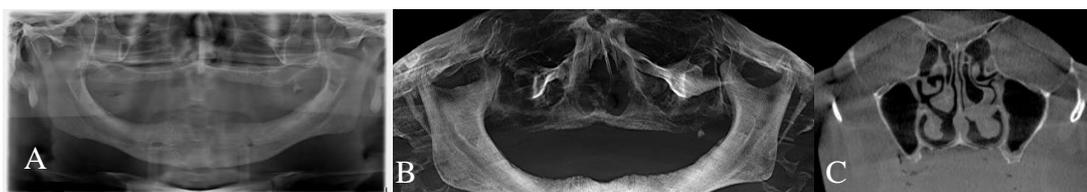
A-C. Panorâmica inicial (A). Tomografia (B-C).
